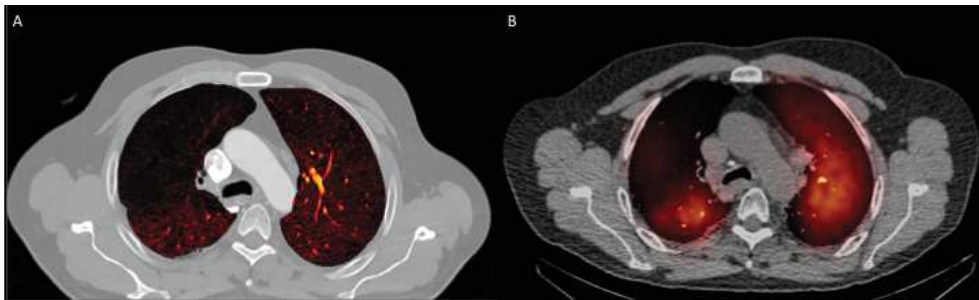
DECT-iodine map (A) and corresponding SPECT/CT map (B) in a patient with known COPD showing a large perfusion deficit in the superior lobe of the right lung.
